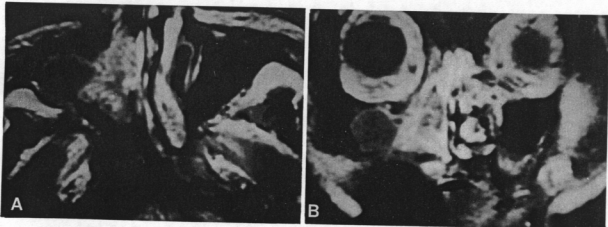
Preoperative axial(A) and coronal(B) MRI scan of fourth operation. High signal echo density is visible on the medial side of right maxillary sinus and nasal cavity. Low signal echo density is considered as inflammatory mucosal lesion.
